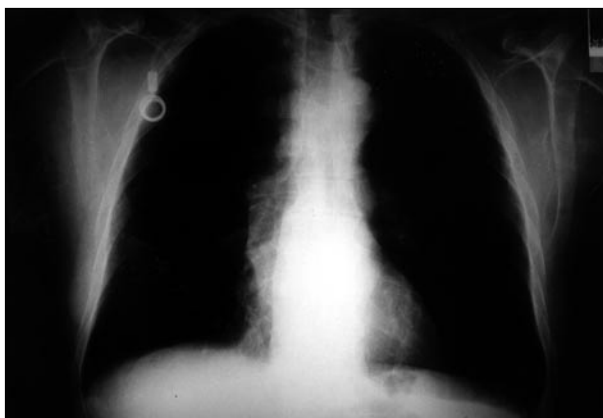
Radiografía de tórax con catéter de reservorio de quimioterapia.
